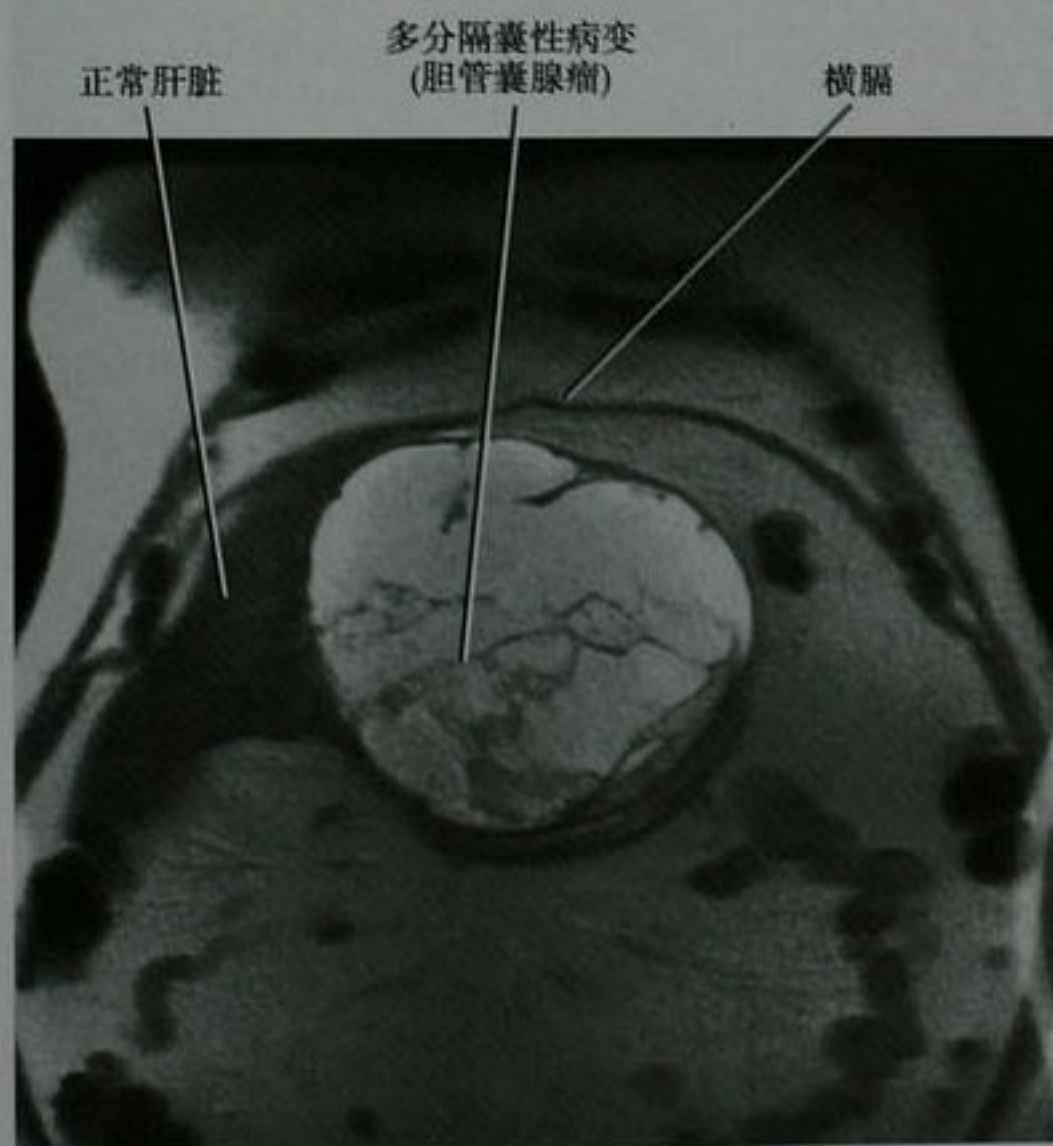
胆管囊腺瘤女性患者的肝左前段冠状位 T2 加权 MRI 图像。术中未发现恶性特征
